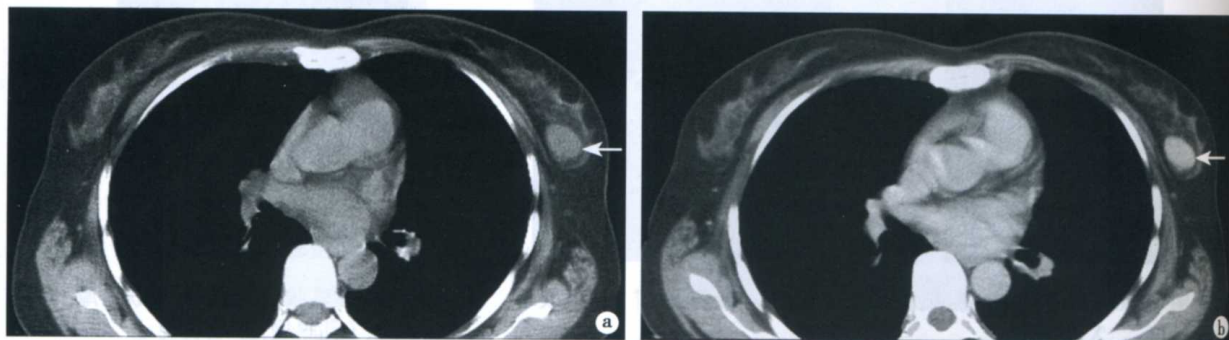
左乳腺良性肿块(纤维腺瘤)CT表现
